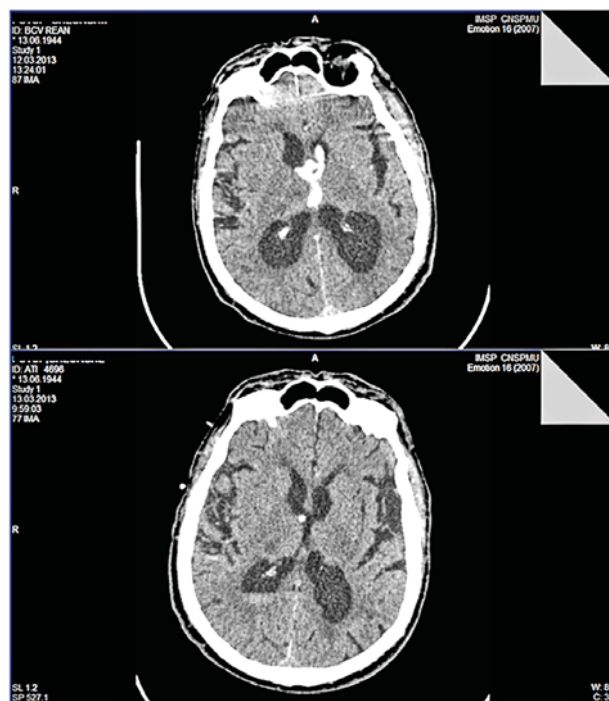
CT pre și postoperator la pacient cu hemoragie în V3 supus metodei de tromboliză.
